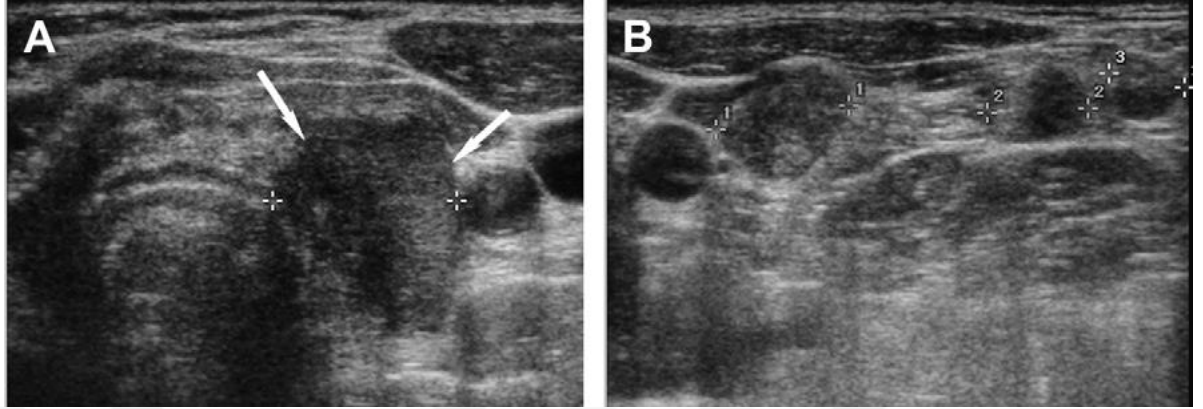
Foliküler neoplazmin sonografik görüntüsü
